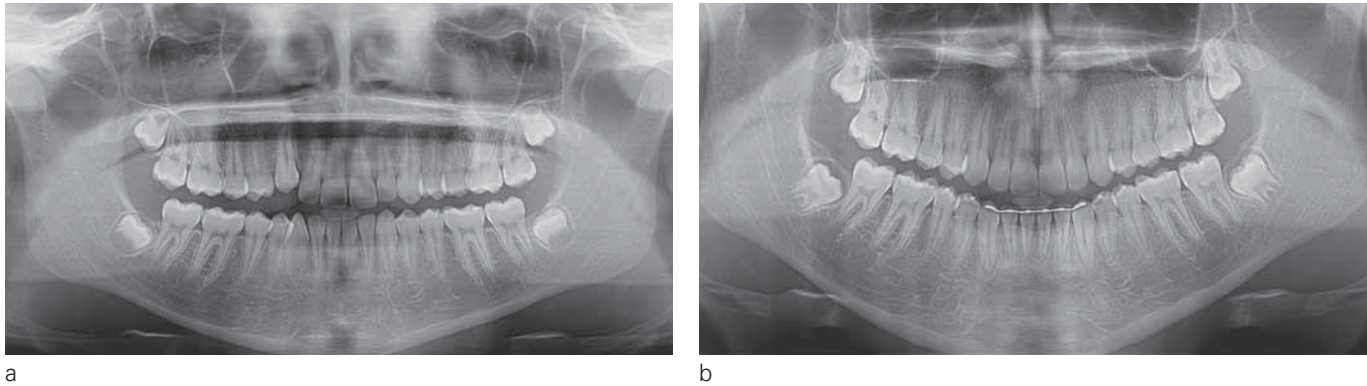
Radiographies panoramiques de début et fin de traitement.
